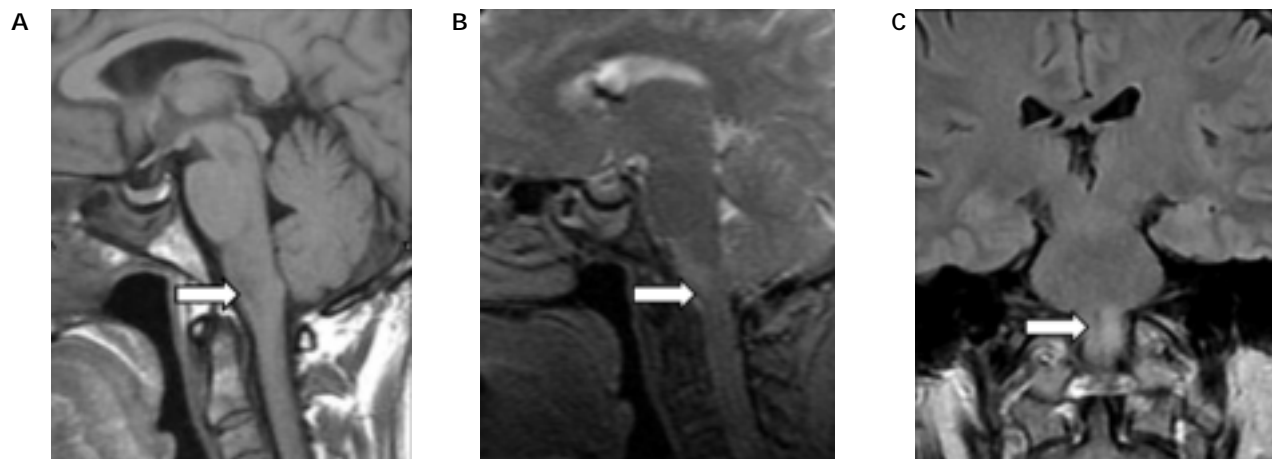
RMN de cráneo realizada en otra institución, nueve meses antes de la presentación de la paciente a nuestro hospital. A. Corte sagital en secuencia T1, que muestra una zona de hipointensidad en bulbo raquídeo. B. Corte sagital en secuencia T2, que muestra en la misma zona la lesión hiperintensa. C. Corte coronal en secuencia FLAIR que muestra la misma lesión, con notable hiperintensidad, en bulbo raquídeo.
